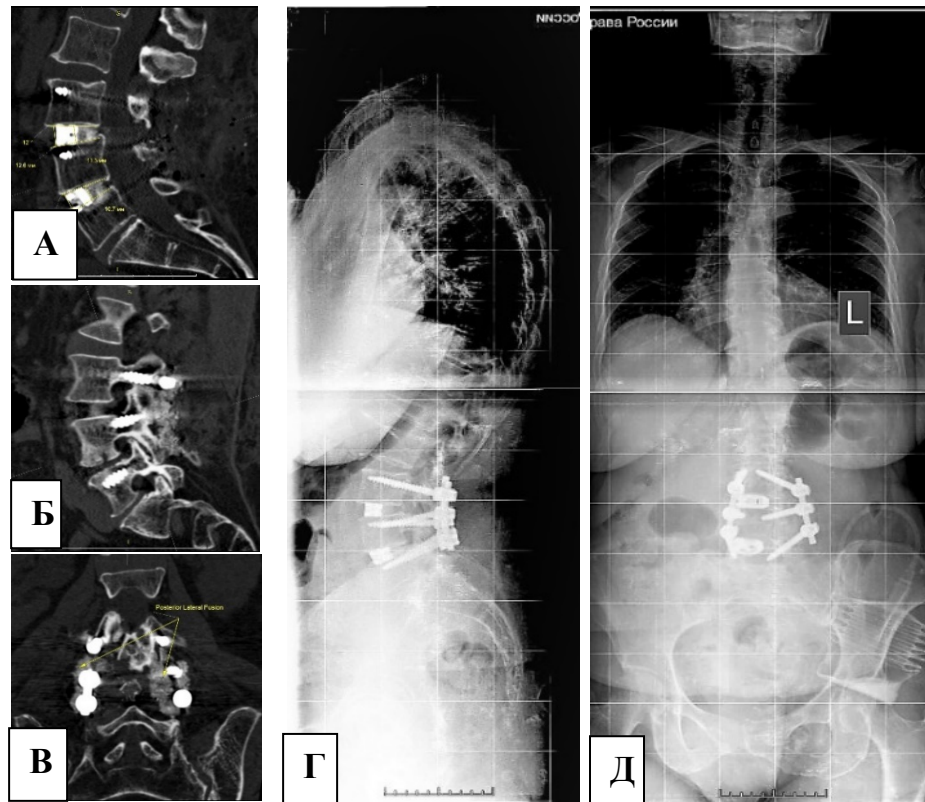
Пациентка Л., 65 лет. МСКТ (А – В) и телерентгенограммы (Г, Д) после повторной операции – менингоградикулолиза, TLIF, транспедикулярной фиксации и заднелатерального спондилодеза L3–L4–L5
